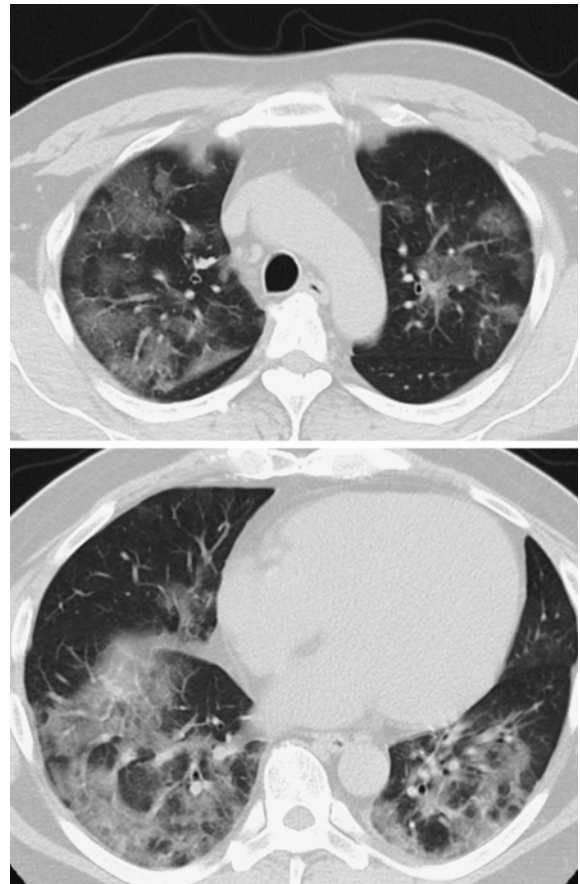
Chest CT of case 10 obtained on day 10 after the onset of symptoms revealed multiple bilateral pulmonary ground-glass opacities and consolidations.
